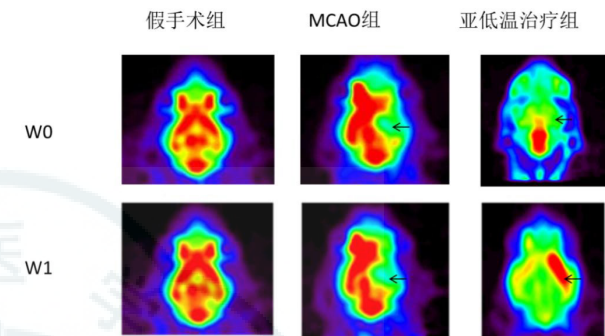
不同组别大鼠脑缺血 ¹⁸F-FDG 小动物 PET 显像
